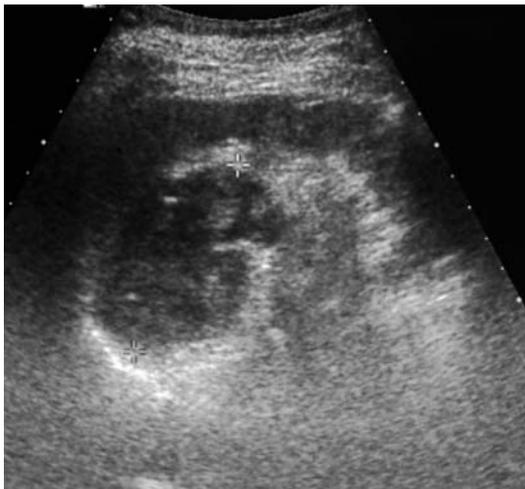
Ecografia. Carcinoma renale. Neoformazione solida ipoecogena del labbro renale
